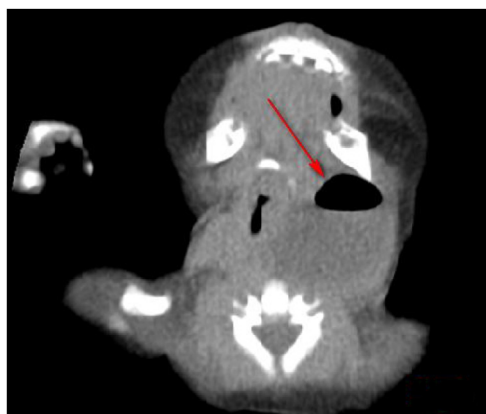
TC com contraste: abscesso no espaço parafaríngeo e sombra gasosa (varredura horizontal).
